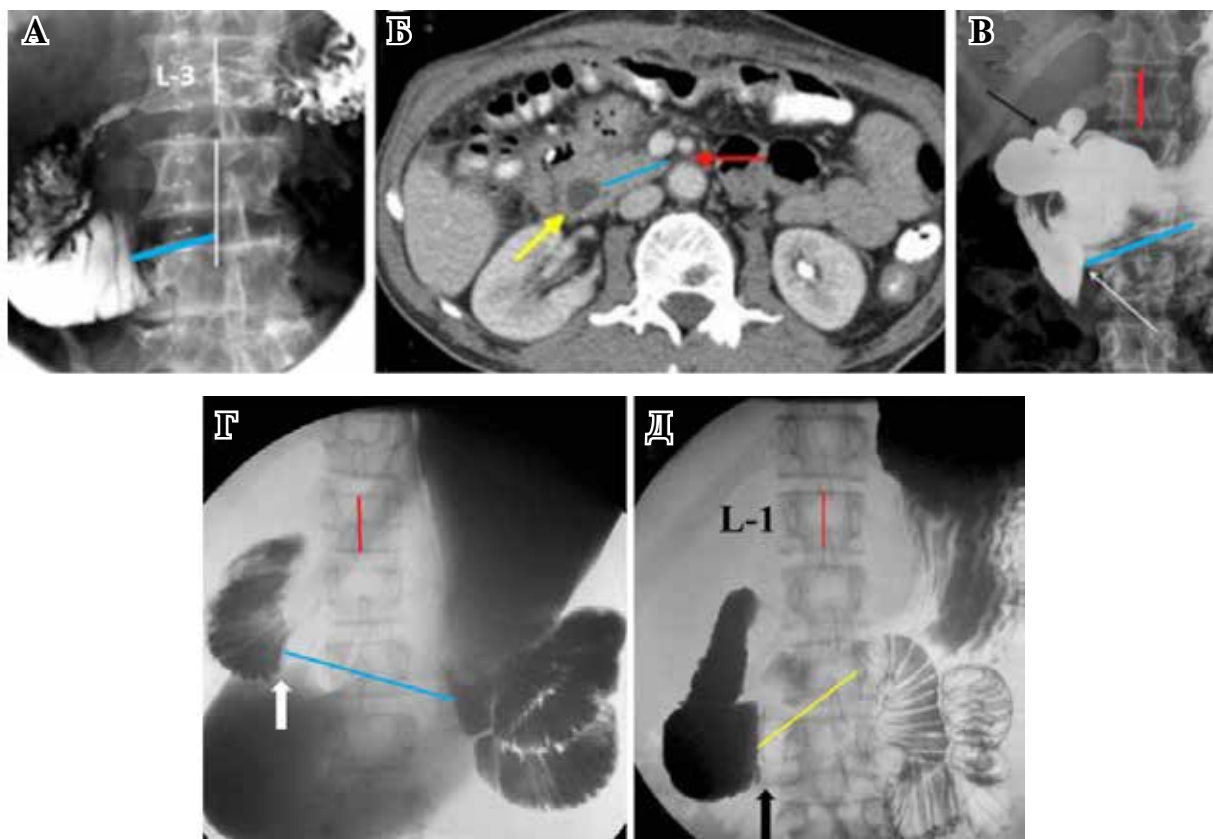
Рентгенологические исследования пациентов с «диагнозом» СВБА.
